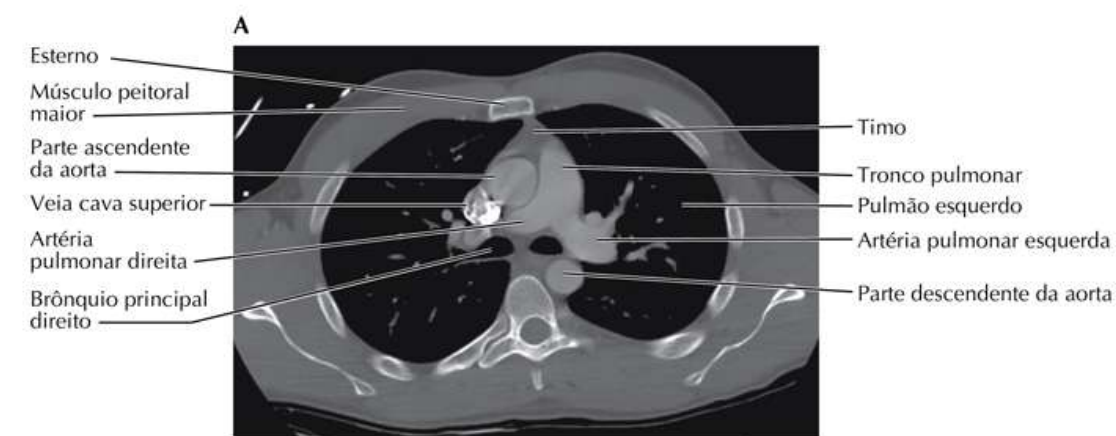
Imagens do Tórax: Cortes Transversais (“Axiais”) por TC
